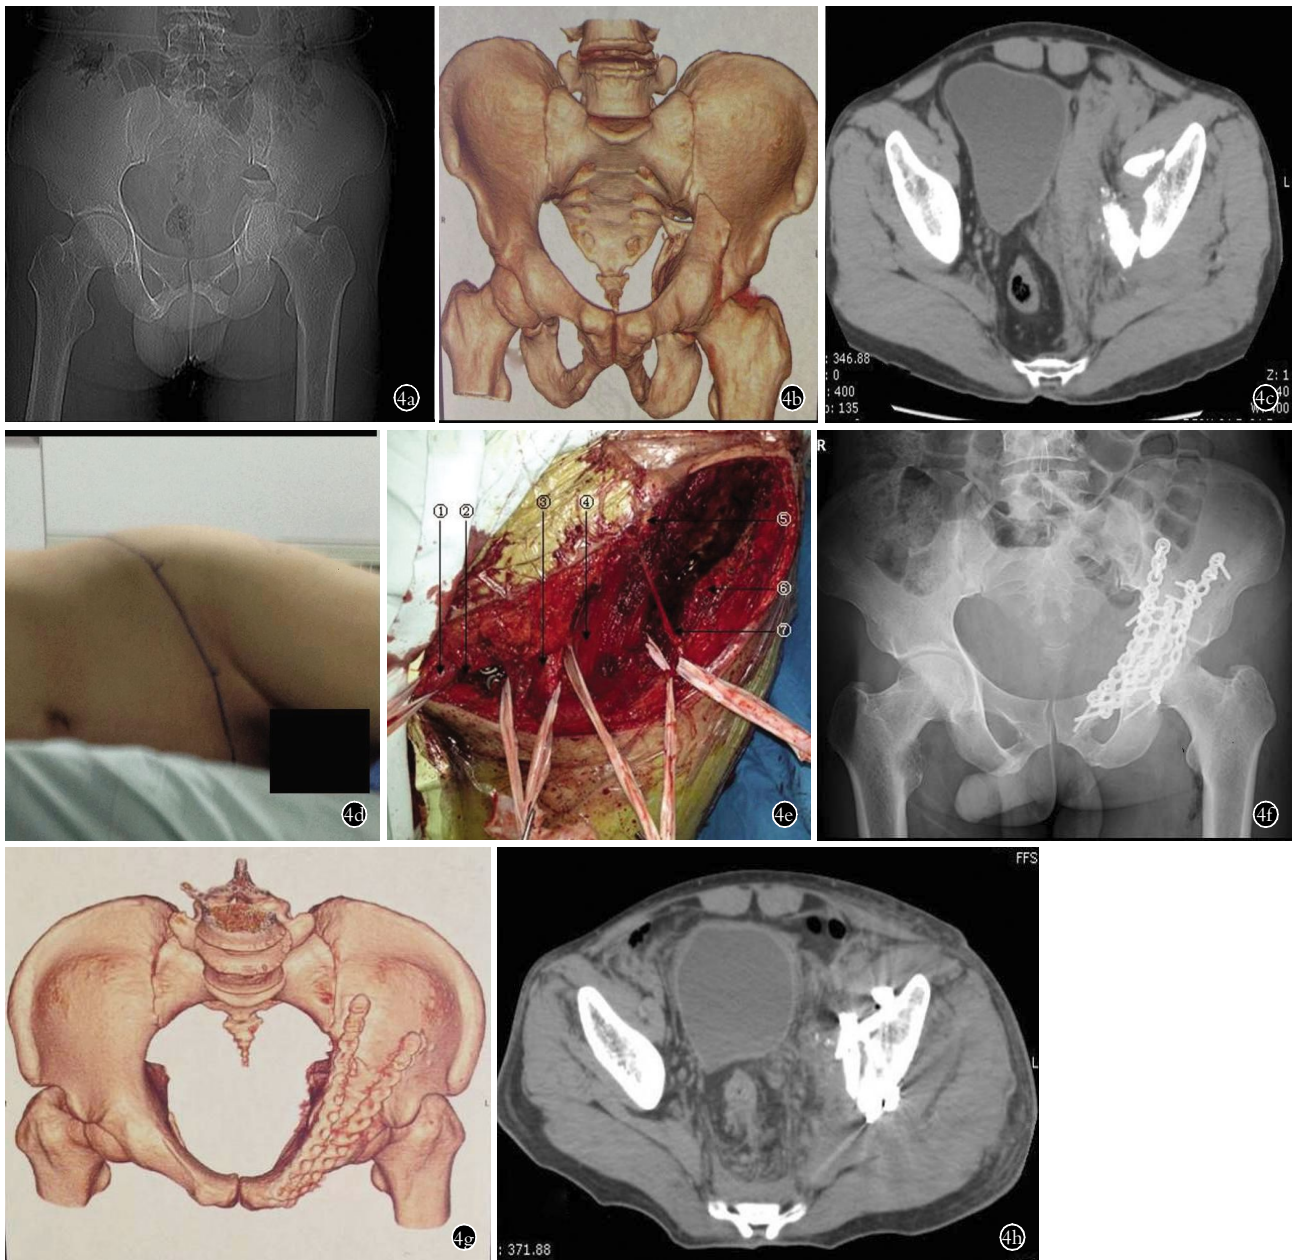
患者,男,49 岁,交通伤至髋臼骨折 4a. 术前 X 线片示髋臼骨折 4b. 术前 CT 三维重建示髋臼前柱、前壁及方形区骨折 4c. 术前 CT 影像提示前后柱及方形区骨折 4d. 术中体位及改良髂腹股沟切口示意 4e. 术中髂腹股沟处 3 个“窗口”的显露:①精索组织;②腹股沟韧带内侧止点耻骨结节切断点;③包含髂外血管束的血管间隔;④包含股神经及髂腰肌的肌间隔;⑤腹股沟韧带外侧止点的切断点;⑥髂前上棘;⑦股外侧皮神经 4f. 髋臼骨折术后 X 线片 4g. 术后 CT 三维重建,髋臼前柱及方形区骨折解剖复位 4h. 术后 CT 示前后柱及方形区骨折复位良好,钢板位置满意
